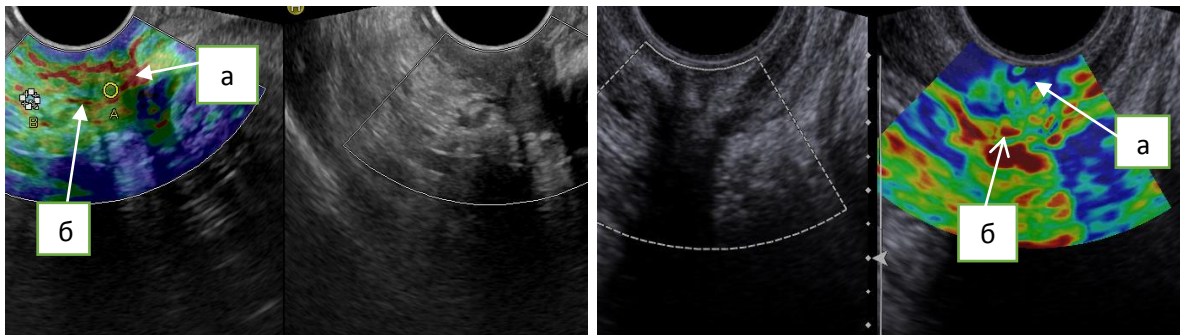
Ультразвуковая томограмма культи влагалища при применении эластографии трансвагинальным доступом: а) культи влагалища; б) преимущественно зеленое картирование (II эластотип).
